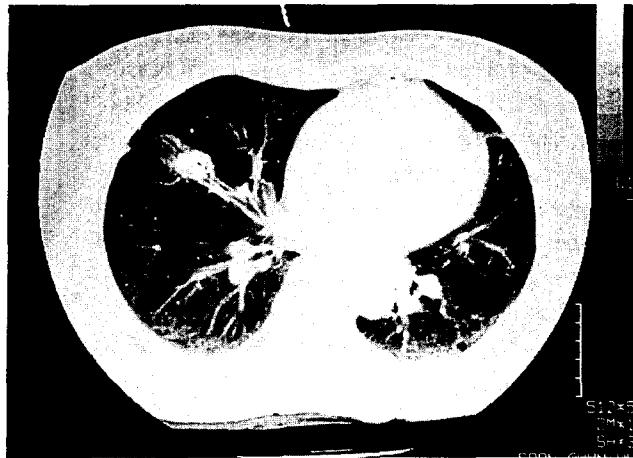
흉부 전산화 단층 촬영 사진 우중엽의 외측구역 기관지에 석회화된 종물 관찰됨
